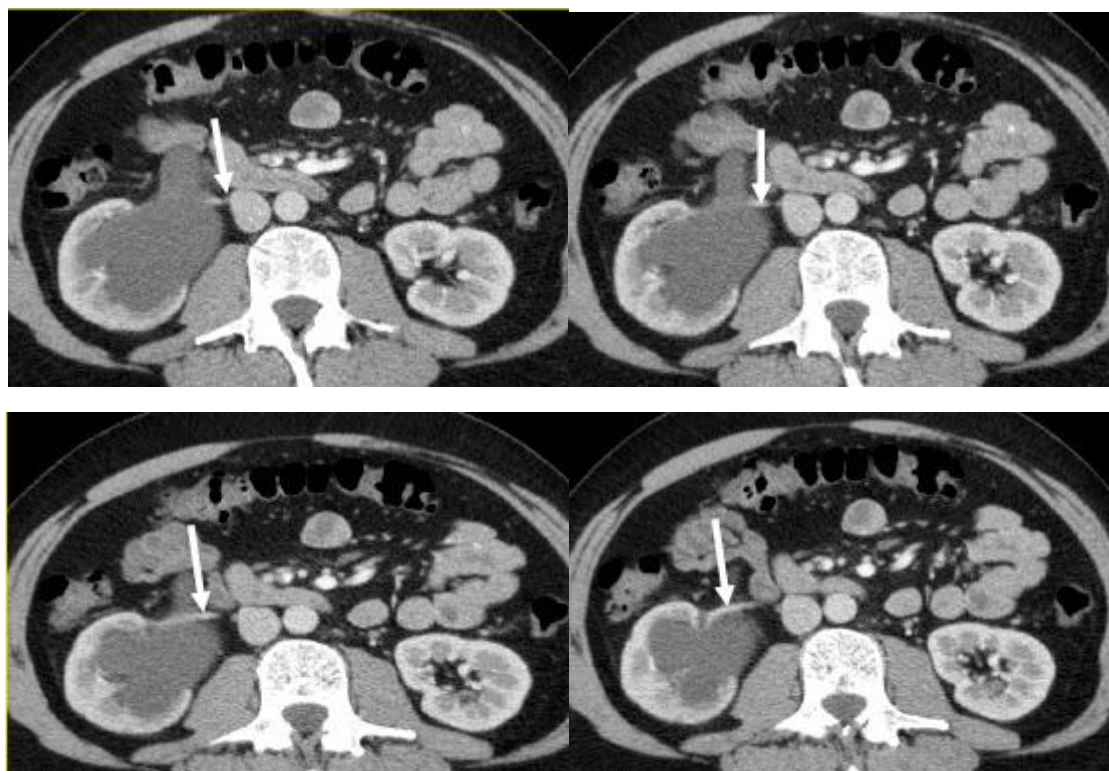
TDM acquisition au temps cortical: artère polaire antéro-inférieure, croisant la jonction pyélo-urétérale droite (flèche)
